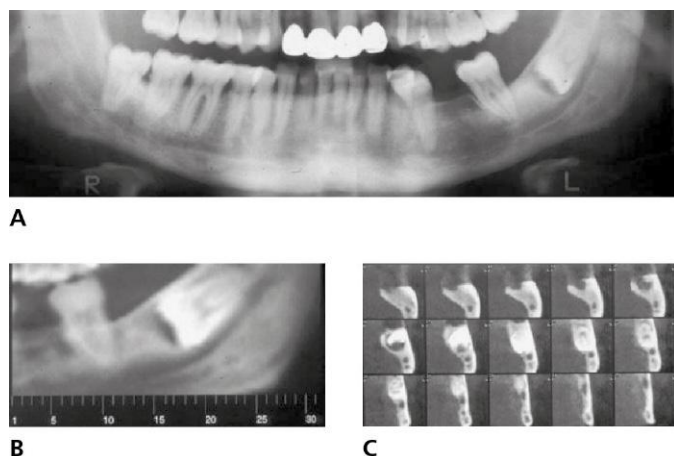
A. Radiografía panorámica donde se observa un tercer molar inferior retenido. B. Estudio de TC: corte panorámico. C. Cortes transversales que muestran la relación entre el cordal y el dentario inferior.
